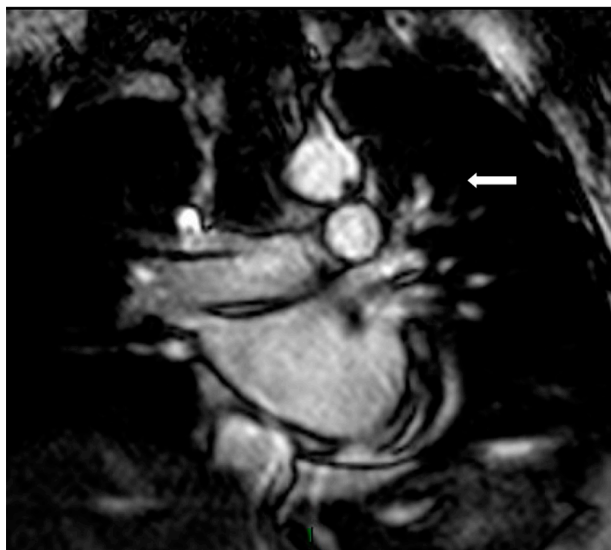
RM cardíaca. La flecha indica la presencia del trombo
